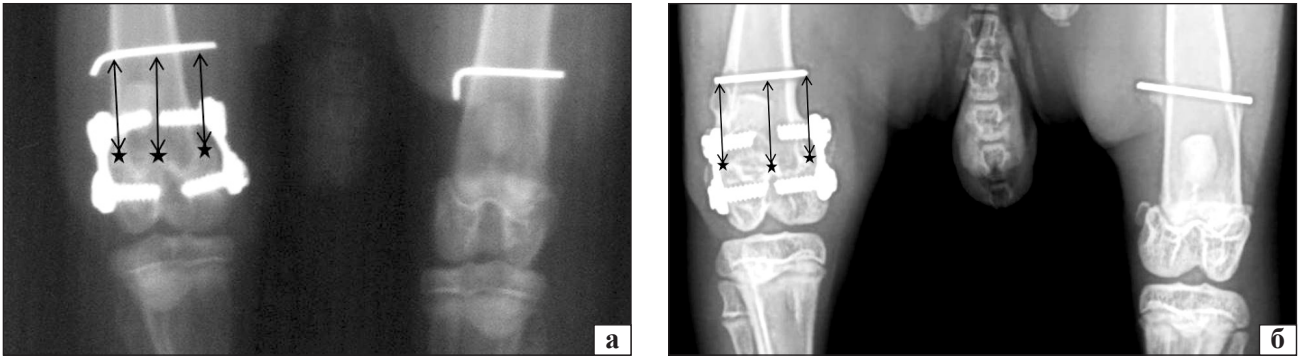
Рентгенограми нижніх кінцівок кролів: а) група 1; б) група 2
